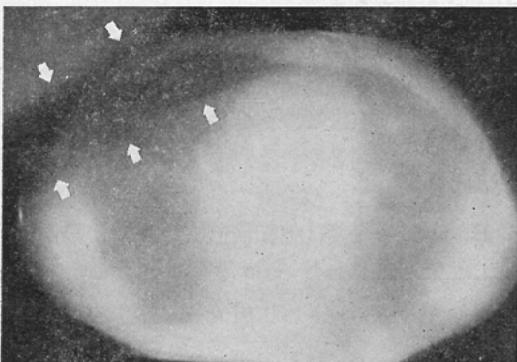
Superposition of the beam focus image to the cross section image of the patient. Points showing the skin markers at the parasternal line of the other side and the posteroaxillary line of the ill side. Arrows: Beam focus radiogram
